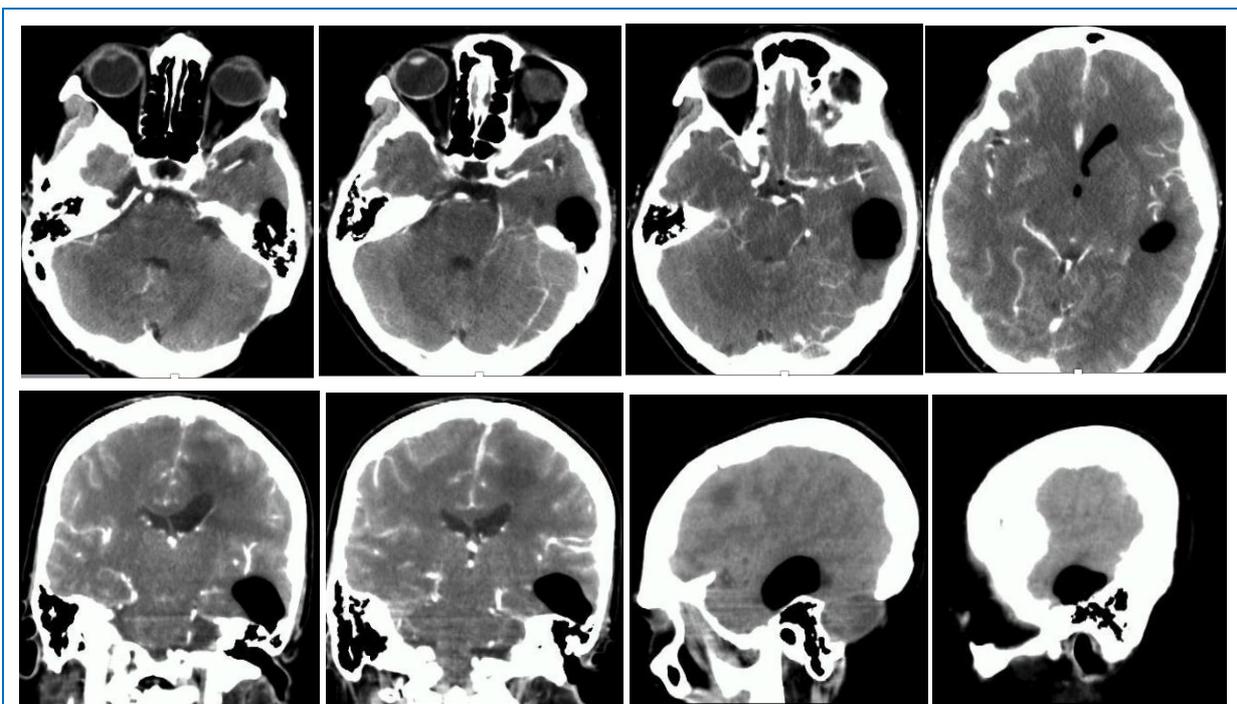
Tomografía cerebral con contraste, en donde se evidencia neumocéfalo en cuerno temporal izquierdo que no se apreciaba en tomografías previas.
